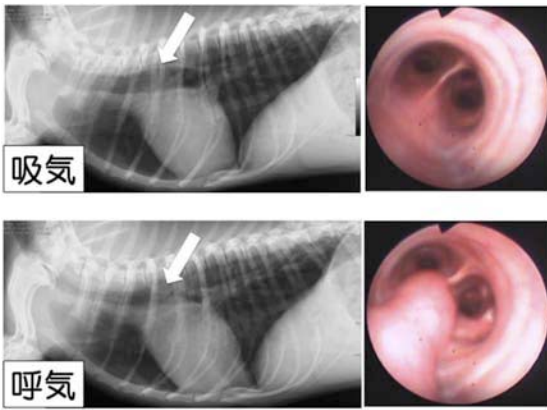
気管気管支軟化症の例。胸部X線 lateral 像にて呼気時に胸部気管が扁平化する（左下）。気管支鏡で観察すると呼気時に気管分岐部前は気管軟骨輪は形状維持しつつ膜性壁のみが伸長し内腔に陥入している（右下）。吸気時には胸部気管はX線でも気管支鏡検査でも拡張する（上）。
